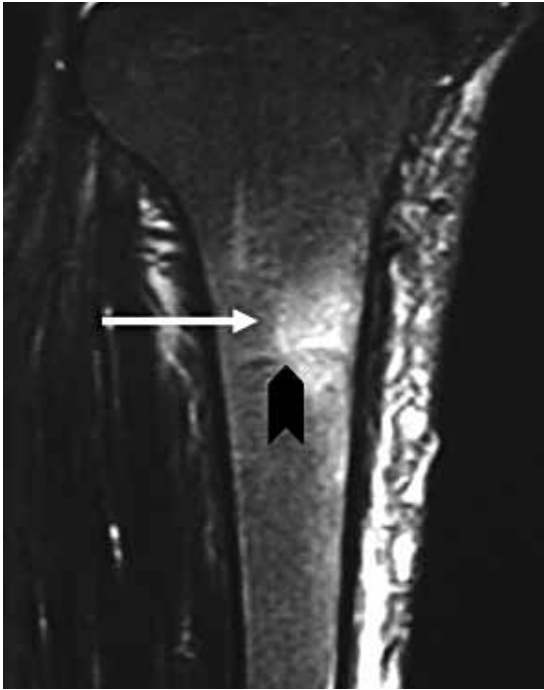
RM coronal STIR de tibia proximal: se observa una zona de edema óseo hiperintenso (flecha) y una imagen lineal hipointensa (punta de flecha).
